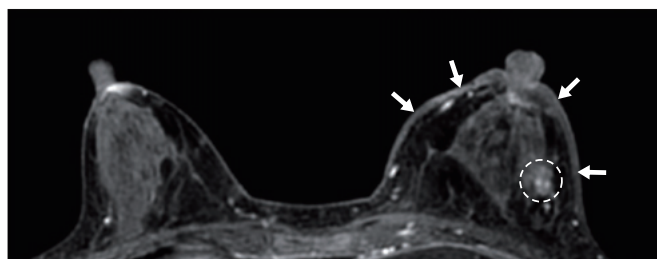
MRI. 乳房サイズに左右差がある. 左乳房の皮膚肥厚(矢印)は、広範囲である. 外側にfocusが数個みられ(点線囲い), その周囲はごく淡い信号を呈する領域がみられるがnon-mass enhancementというほどの所見ではない。
